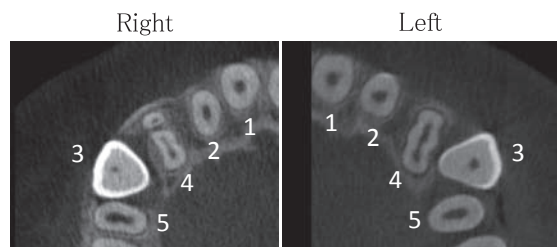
CBCT images of horizontal sections at first examination (13Y8M)
